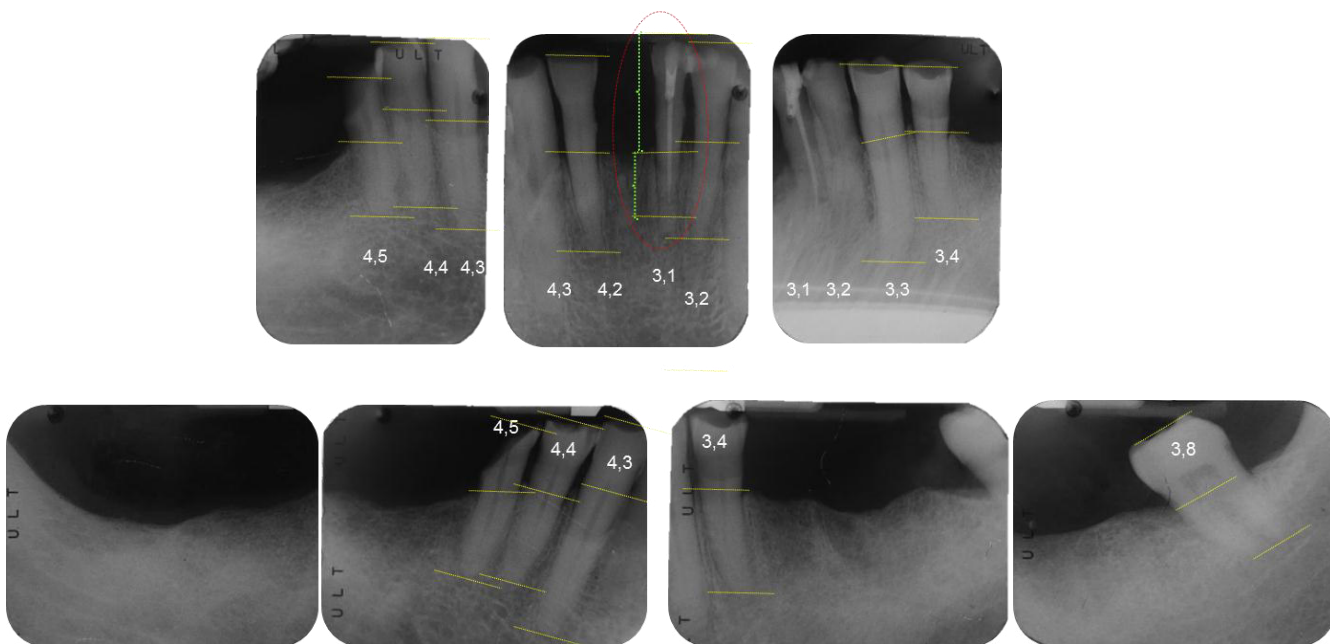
Radiografía Seriada
